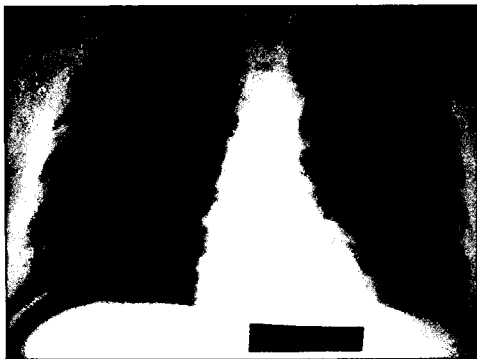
Обзорная рентгенография брюшной полости — газ под правым куполом диафрагмы
